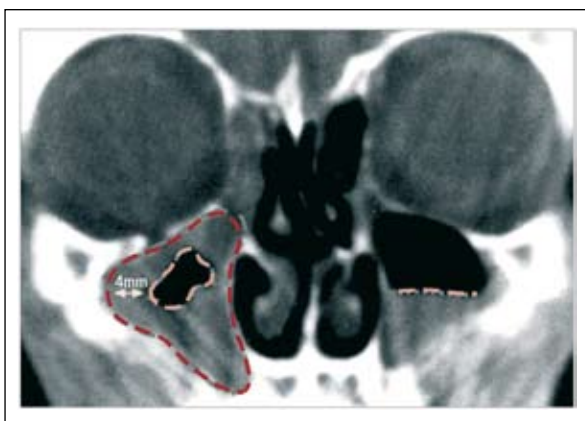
TC seni paranasali (proiezione coronale diretta): ispessimento patologico (> 4 mm) della mucosa del seno mascellare destro con opacamente della regione etmoidale omolaterale. Livello idro-aereo del seno mascellare di sinistra. Deviazione settale a sinistra
